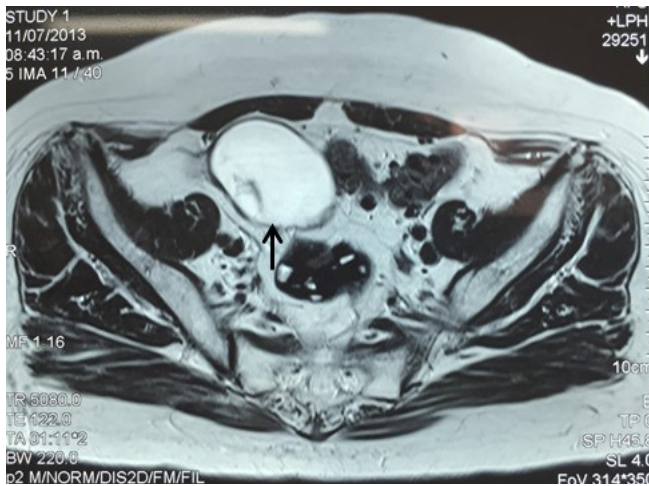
Resonancia magnética abdominal reportada como quiste complejo de ovario derecho.
